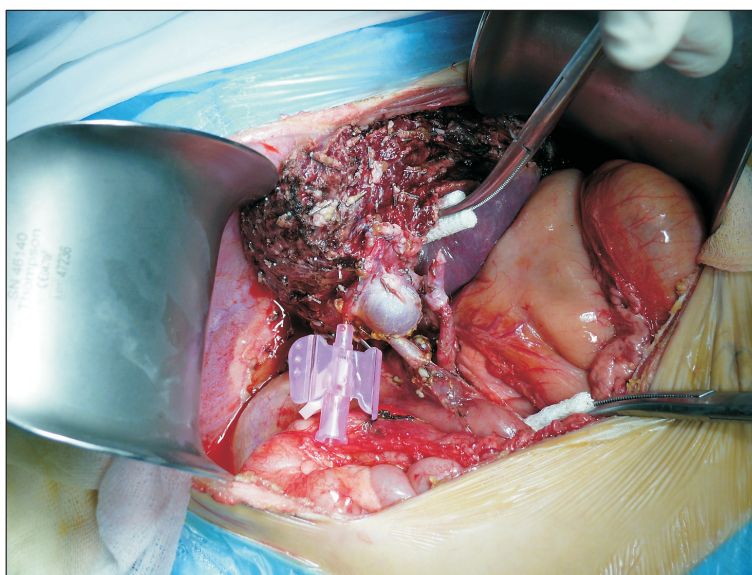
Вид полностью реперфузированного моносегментарного трансплантата Sg2 печени от родственного донора в организме 5-месячного ребенка с массой тела 4,5 кг. Катетер введен в проток трансплантата. Отчетливо видно значительное несоответствие диаметров воротных вен реципиента и трансплантата
